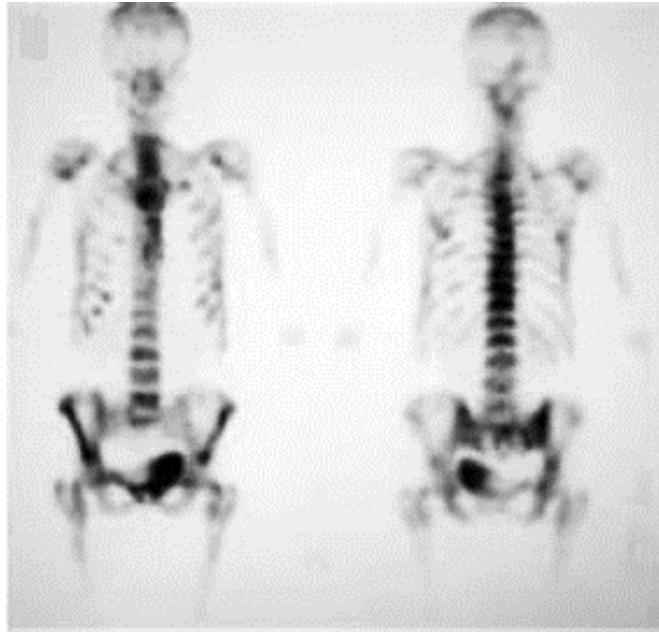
une scintigraphie osseuse chez un patient porteur d'un cancer bronchique qui montre un envahissement osseux axial et périphérique diffus. [71].
